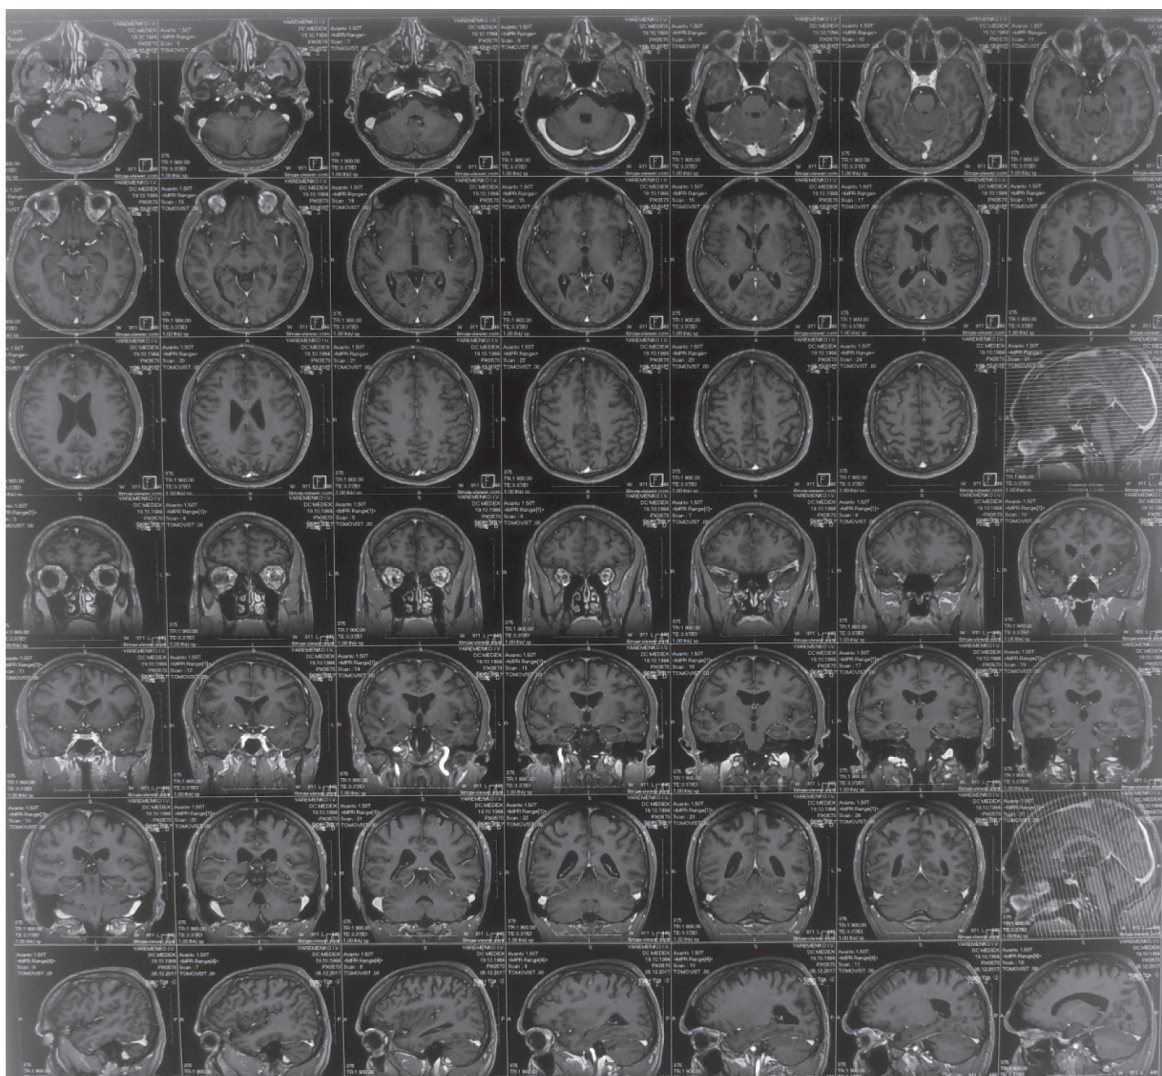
МРТ головного мозку (МР-картина головного мозку з ознаками активних вогнищ)
